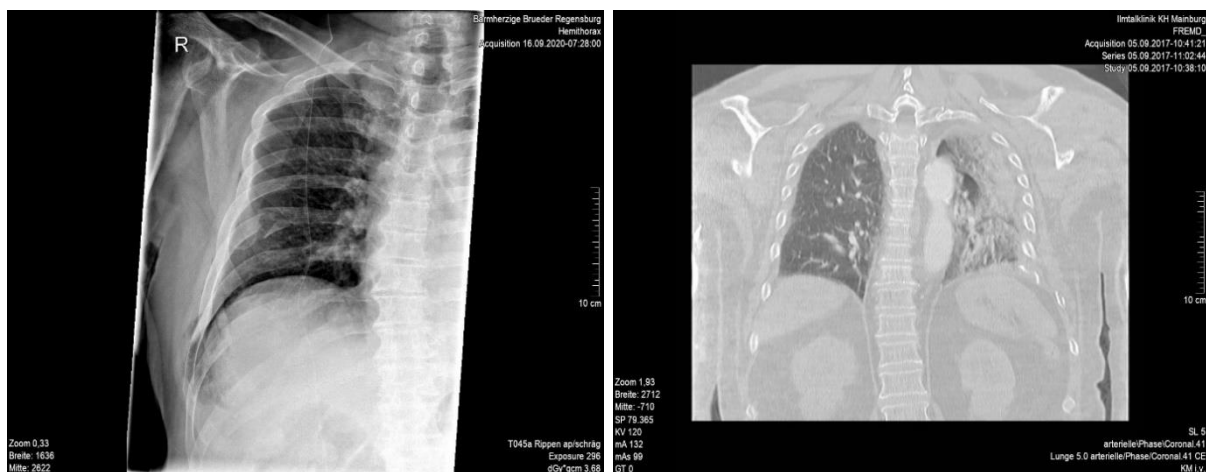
links aktuelle (2020) Hemithoraxaufnahme eines Patienten aus dem KH BB Regensburg, gut sichtbare Fraktur der 7. Rippe rechts im dorsalen Bereich. Rechtes Bild: CT-Aufnahme Patient 31 (80 Jahre): dislozierte Rippenserienfraktur links mit sieben beteiligten Rippen im mittleren und kaudalen Bereich. Begleitend Lungenkontusion, sowie Hämatothorax.
